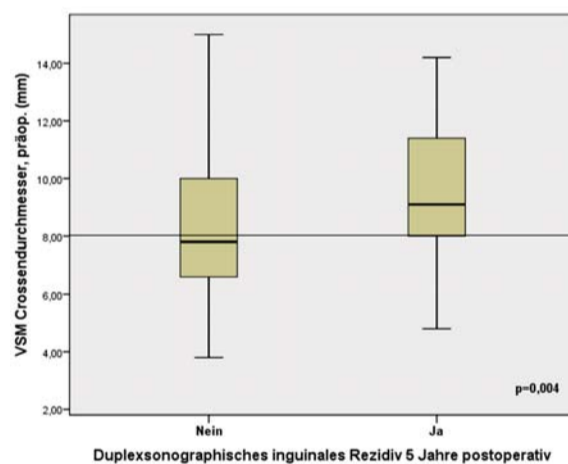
Nachweis duplexsonographischer Crossenrezidive in der EVLT-Gruppe 5 Jahre postoperativ in Abhängigkeit vom präoperativen VSM-Crossendurchmesser in der Boxplot-Analyse (Gruppe ohne Rezidiv: n = 110; Gruppe mit Rezidiv: n = 42).
